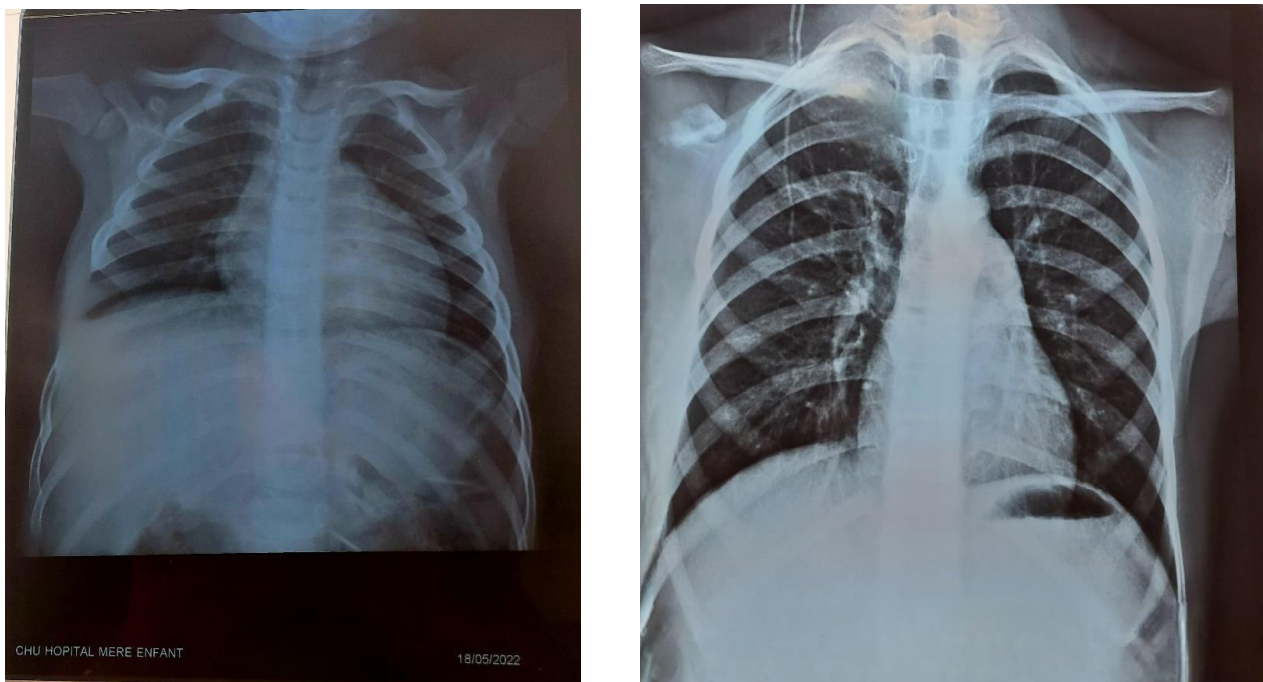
2 clichés de radiographie thoracique de face de deux patients suivis dans notre étude : Normale (à gauche), syndrome interstitiel (à droite).
